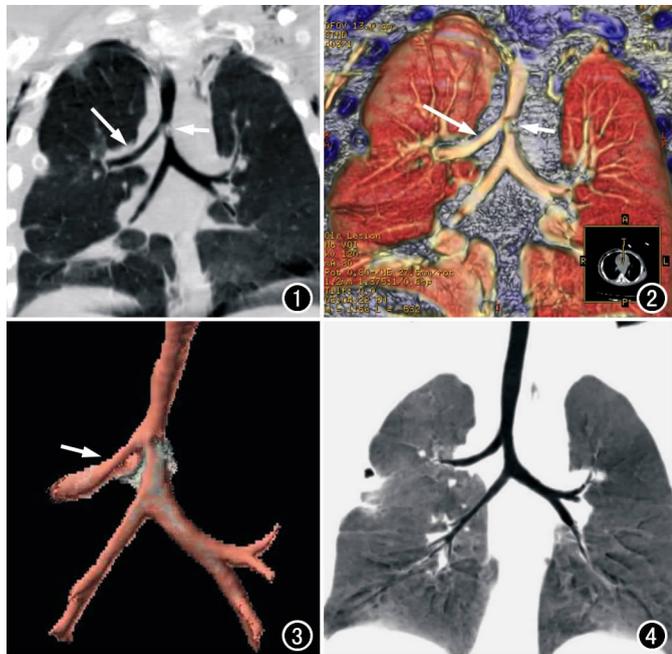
CT冠状面重组,示右肺上叶支气管于气管隆突上方发出(长箭),管腔相通,气管腔内右肺上叶支气管开口附近见一异物(短箭)。图2 VR图,示异位的右肺上叶支气管,右主支气管未见正常上叶支气管发出(长箭),异物位于气管腔内(短箭)。图3 VR图气管重组,清楚显示气管性支气管(箭)。图4 MinIP气道重组,示经治疗后,气管内异物消失。
